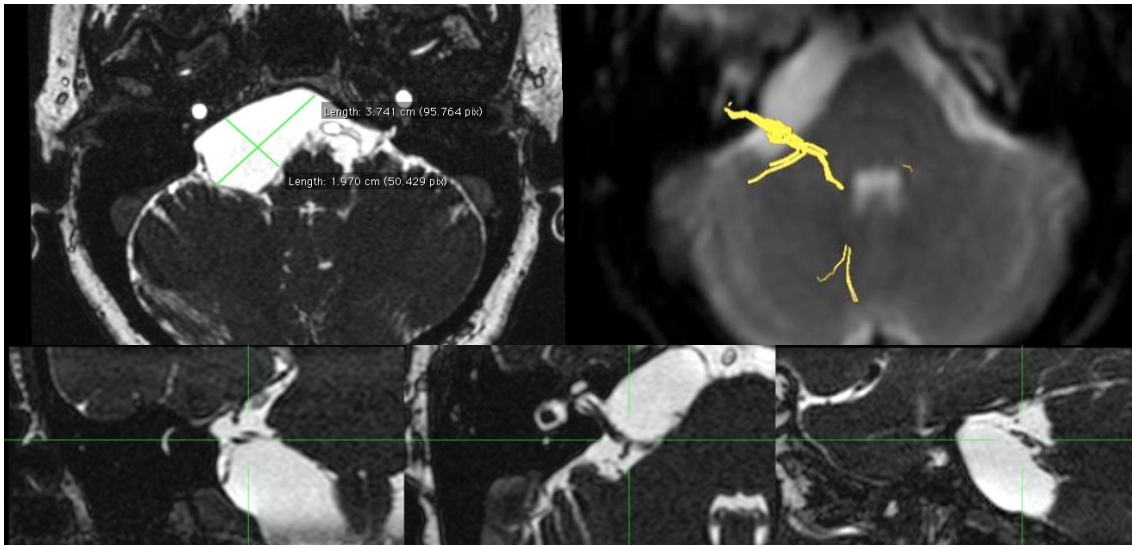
Provável Quisto Aracnoideu do ângulo ponto-cerebeloso direito. Superior esquerda: RM CE, corte axial, T2, cisternografia. Superior direita: Tratografia do nervo facial (a amarelo), a qual revela o trajeto do nervo em posição posterior em relação ao quisto. Inferior: RM CE T2 cisternografia, cortes coronal, axial e sagital, os quais permitem verificar o trajeto posterior do nervo facial em relação ao quisto. (Imagens cedidas pelo Prof. Doutor Pedro Gonçalves Pereira, Hospital Lusíadas Lisboa.)
